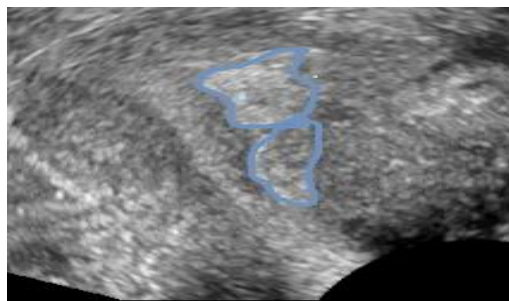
Два близкорасположенных ПЭ, 3D-УЗИ.
